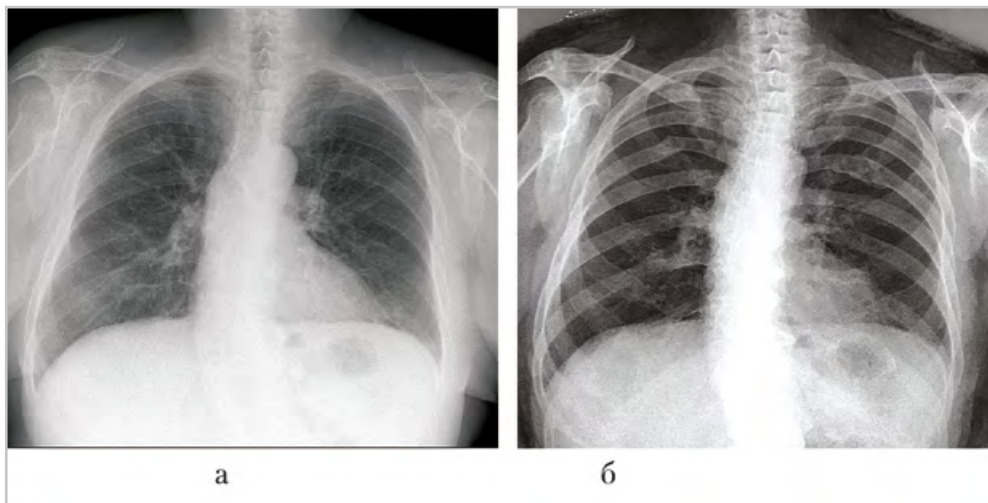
Рентгенограммы органов грудной клетки: стандартная рентгенограмма: определяются множественные очаги деструкции костной ткани ребер, ключиц, плечевых костей, переломы VI ребер с обеих сторон (а); костная реконструкция ДЭР позволяет более отчетливо визуализировать деструктивные поражения ребер, выявить большее количество очагов поражения не только в ребрах, но и в ключицах и лопатках (б)
